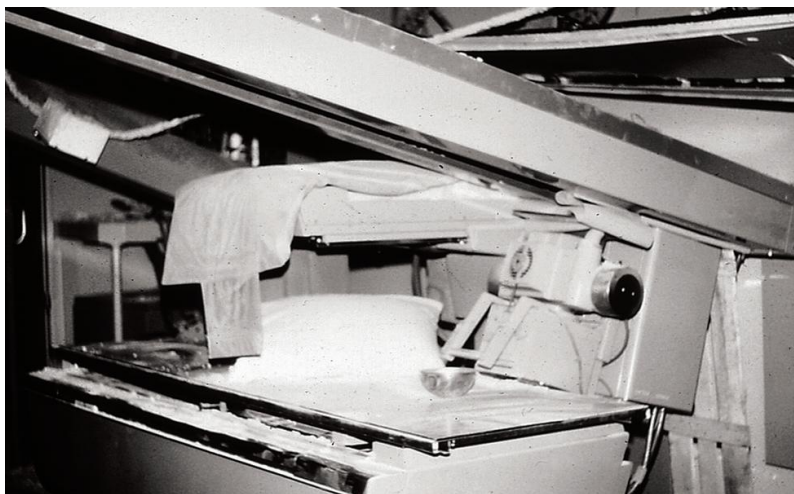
Danno di macchina X-ray a seguito di evento sismico (FEMA, 2007).
